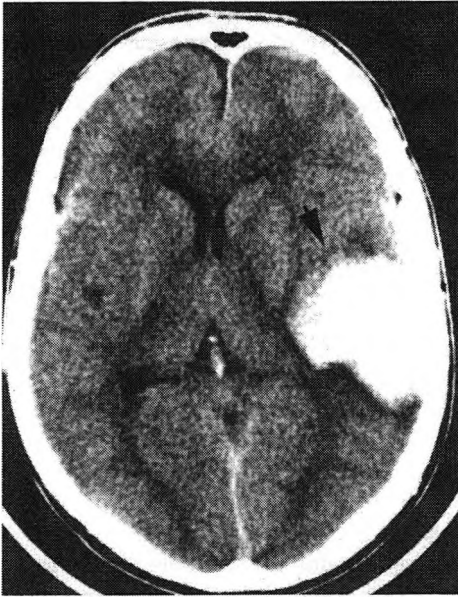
5 Foco contusivo hemorrágico (flecha) en una TAC cerebral.
